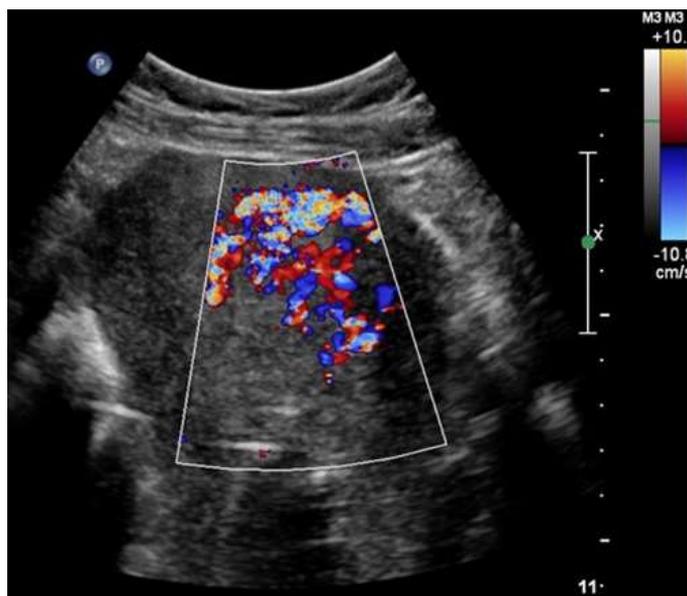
Эхограмма трансабдоминального УЗИ с ЦДК, приращенная доля плаценты с кровотоком
